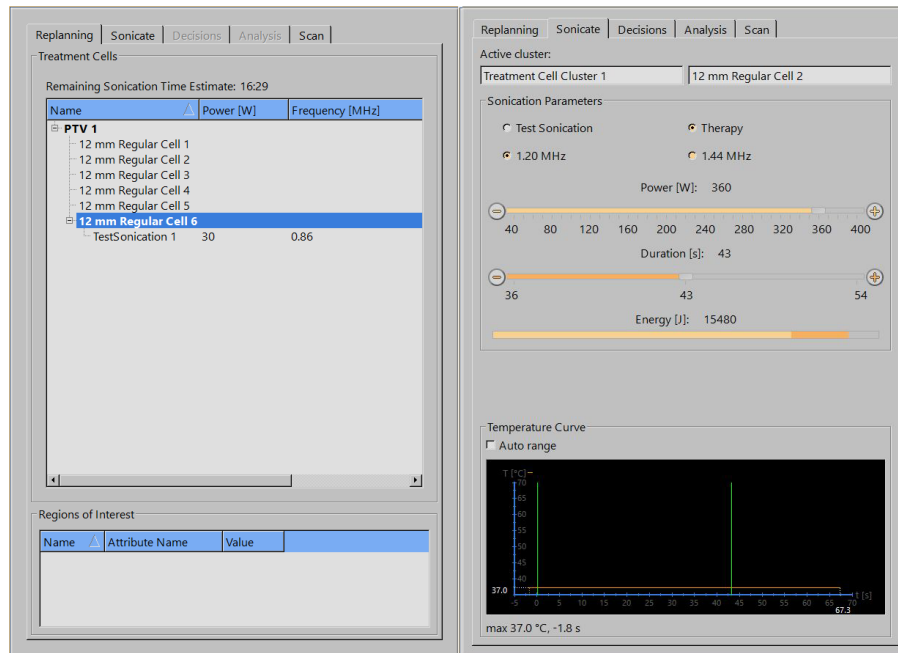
Onglets Replanification et Émission ultrasons (l'apparence de l'interface utilisateur graphique et les valeurs des paramètres peuvent varier en fonction de l'application).
